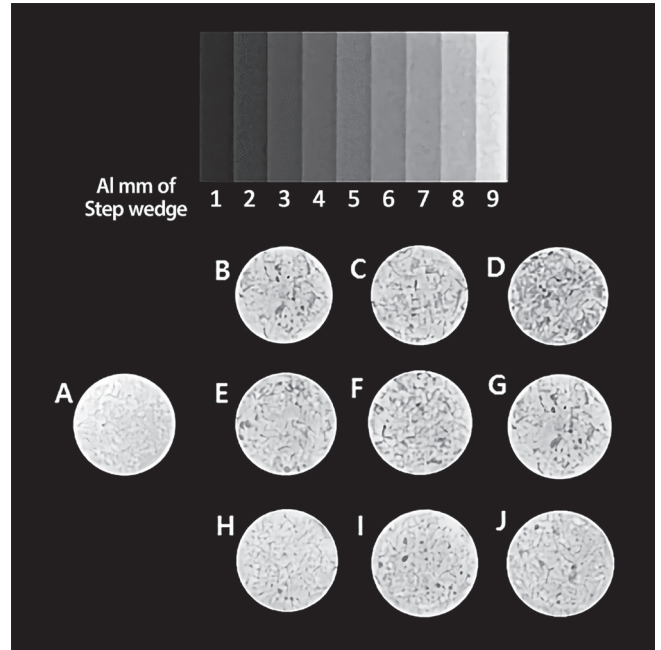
Radiographic image of the radiopacities of control, experimental groups and their equivalence to those of the aluminum step wedge. (A) Control Group, (B) Group I-1, (C) Group I-2, (D) Group I-3, (E) Group II-1, (F) Group II-2, (G) Group II-3, (H) Group III-1, (I) Group III-2, (J) Group III-3.
